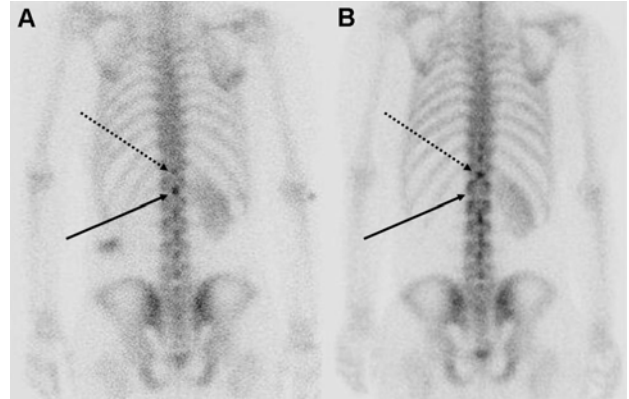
The hot lesion in the first lumbar spine of initial ^{99m}Tc-HDP bone scintigraphy (A, black arrow) is changed to cold lesion in follow up ^{99m}Tc-HDP bone scintigraphy after 12 months of left total nephrectomy (B, black arrow). And increased uptake was shown newly in the spinous process of the twelfth spine in follow up ^{99m}Tc-HDP bone scintigraphy (B, dotted line arrow).
